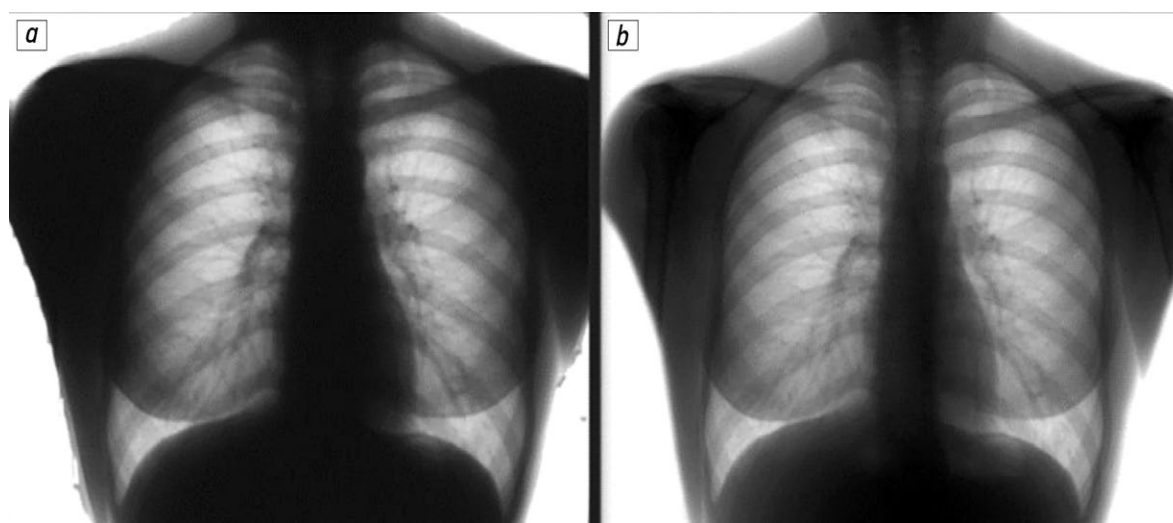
Сравнение рентгенограмм фантома и прототипа, использованного для разработки [6]: *a* — рентгенограмма фантома; *b* — рентгенограмма-прототип.
